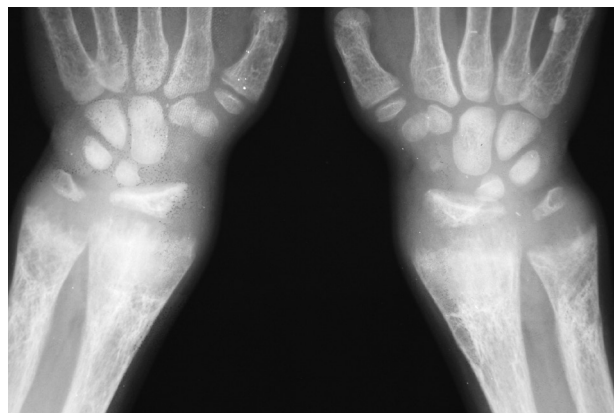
Рентгенограми *хв-20 М.*, 9 років. Трикутна форма епіфізів променевих кісток
